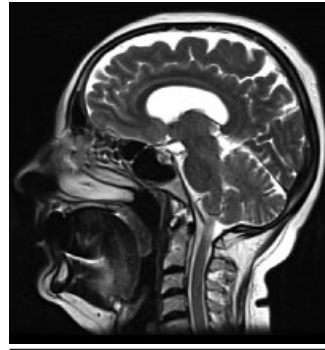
Brain MRI, T2-weighted sequence, sagittal projection
